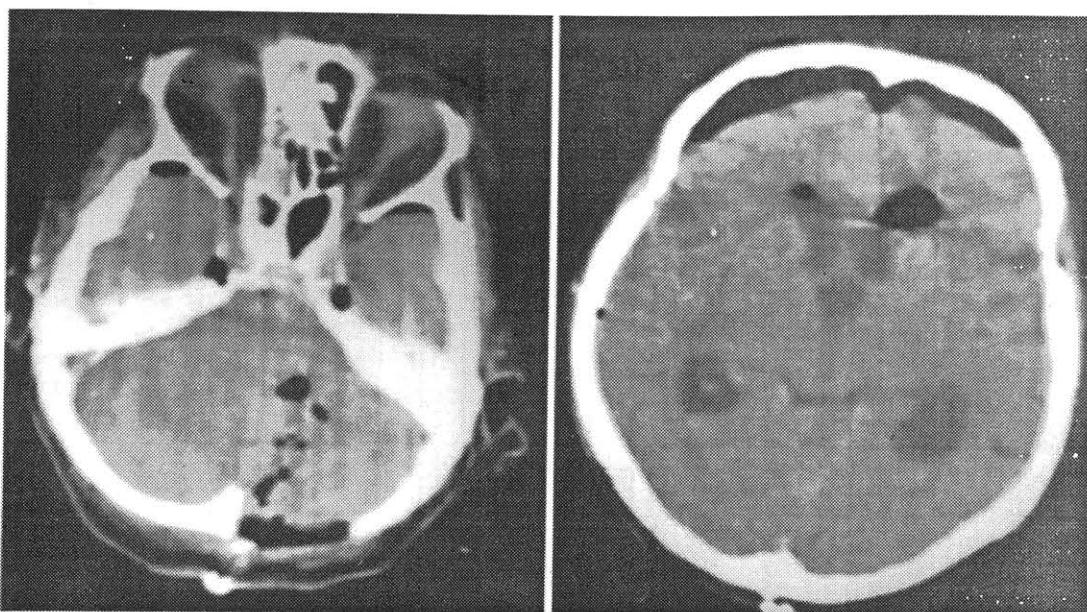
Post-op BT'de median subokcipital kraniektomi defekti izlenmekte olup, hematomun tamamen boşaltılmış olduğu, hematom lojunda ve subdural alanda hipodens hava kabarcıkları izlenmektedir. 4. Ventriküldeki basının kısmen azalığı ve pasajın açıldığı görülmektedir.
